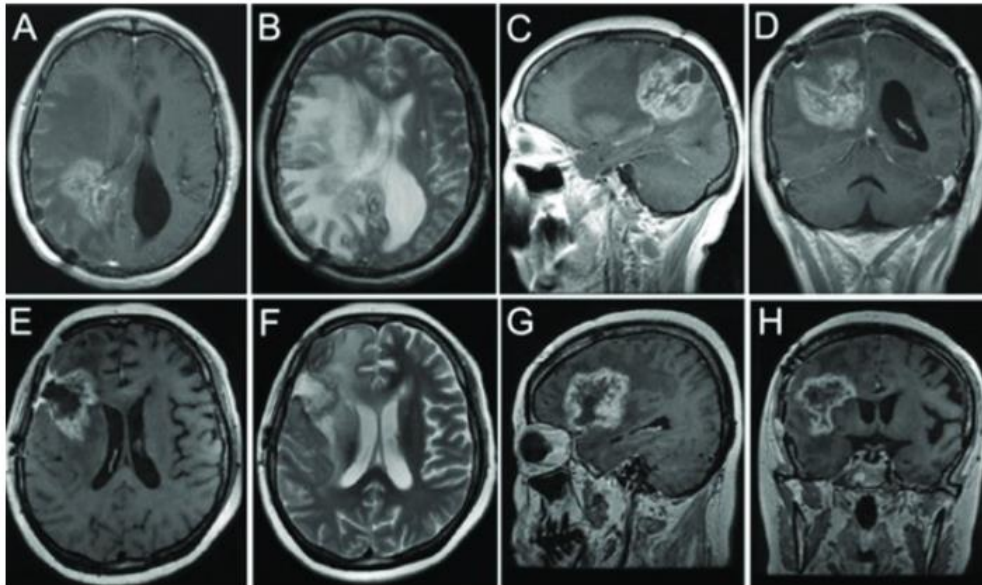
RM de radionecrosis confirmadas histopatológicamente. Las imágenes muestran el característico patrón “en queso suizo”, con realce de contraste en la zona irradiada y asociada a edema perifocal, sugiriendo radionecrosis del parénquima cerebral. Imágenes A-D: Lesión nº 1; Imágenes E-H: Lesión nº 2. (57).
